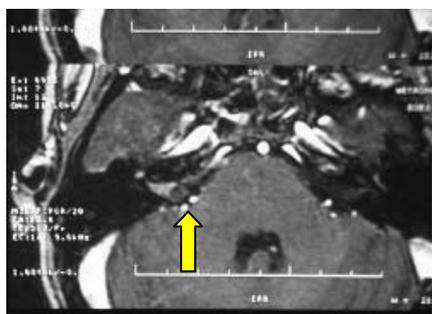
RM encefalo: neurinoma intracanicolare dx
